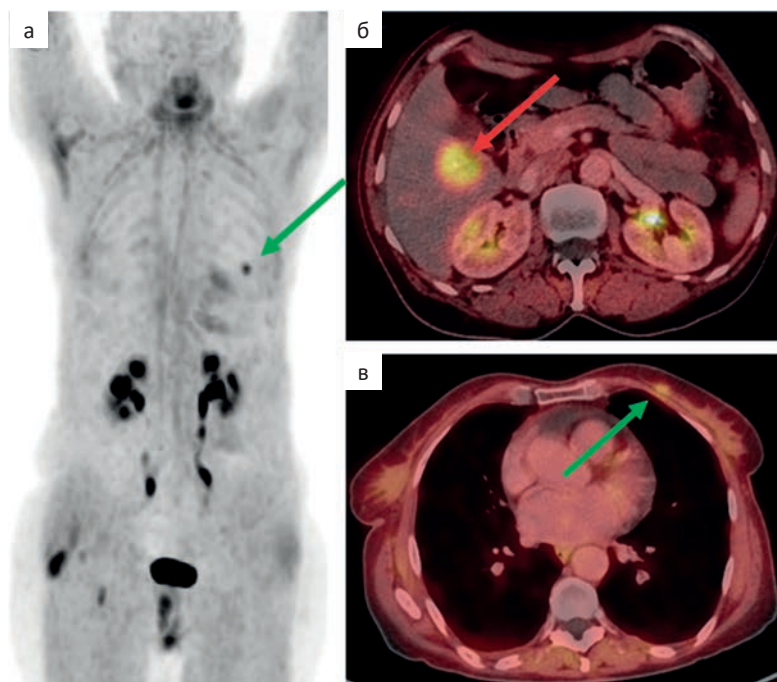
ПЭТ/КТ с ^{68}Ga -FAPi всего тела. По данным ПЭТ/КТ отмечается гиперфиксация ^{68}Ga -FAPi в узловом образовании S6/5 печени (б — красная стрелка) и в узловом образовании в верхневнутреннем квадранте левой молочной железы (а, в — зеленые стрелки). В других исследованных отделах очаги патологического накопления РФЛП не были выявлены
